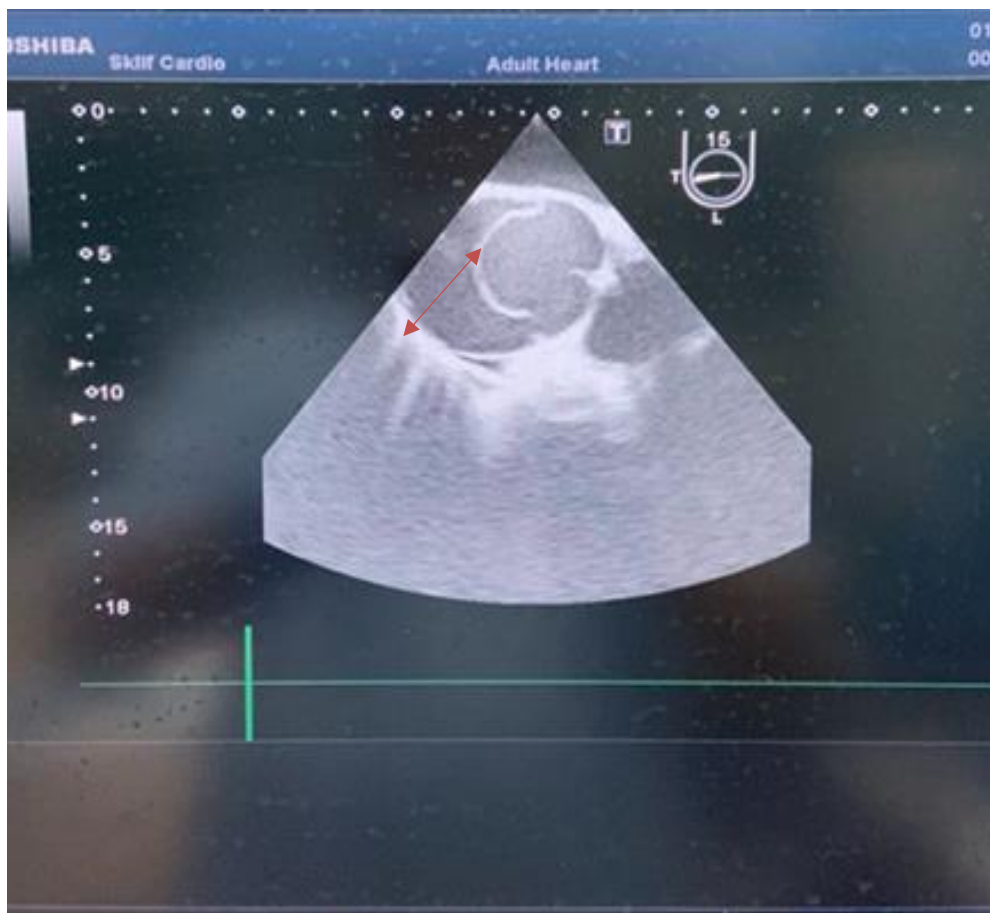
Ультразвуковые признаки расслоения аорты (интраоперационная чреспищеводная эхокардиография). Стрелкой указано расслоение аорты
